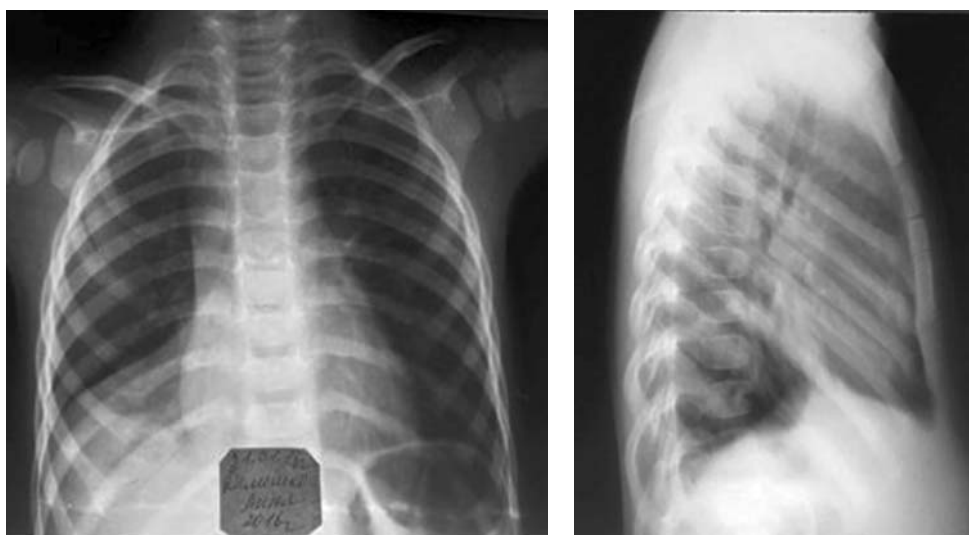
Patient's chest X-Ray 2 days after aspiration scenario (with biscuits)
